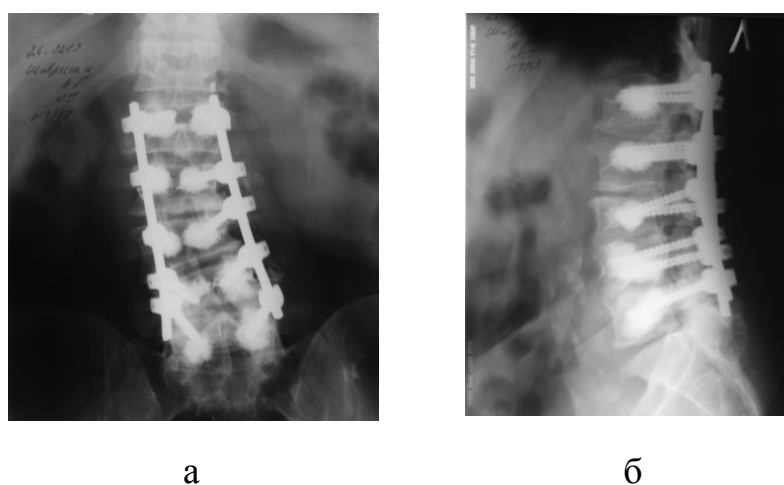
Пациент Ш., 67 лет. Ds: Правосторонний поясничный сколиоз. Системный остеопороз. Рентгенограммы после операции: прямая (а) и боковая (б) проекции. Использовались транспедикулярные фенестрированные винты.
